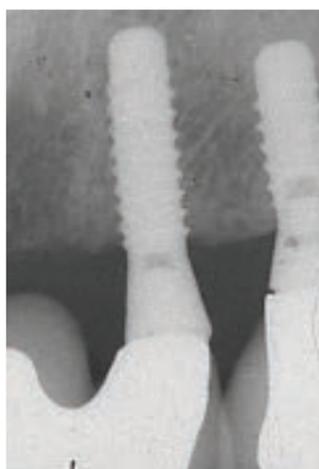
Immagine radiografica.
